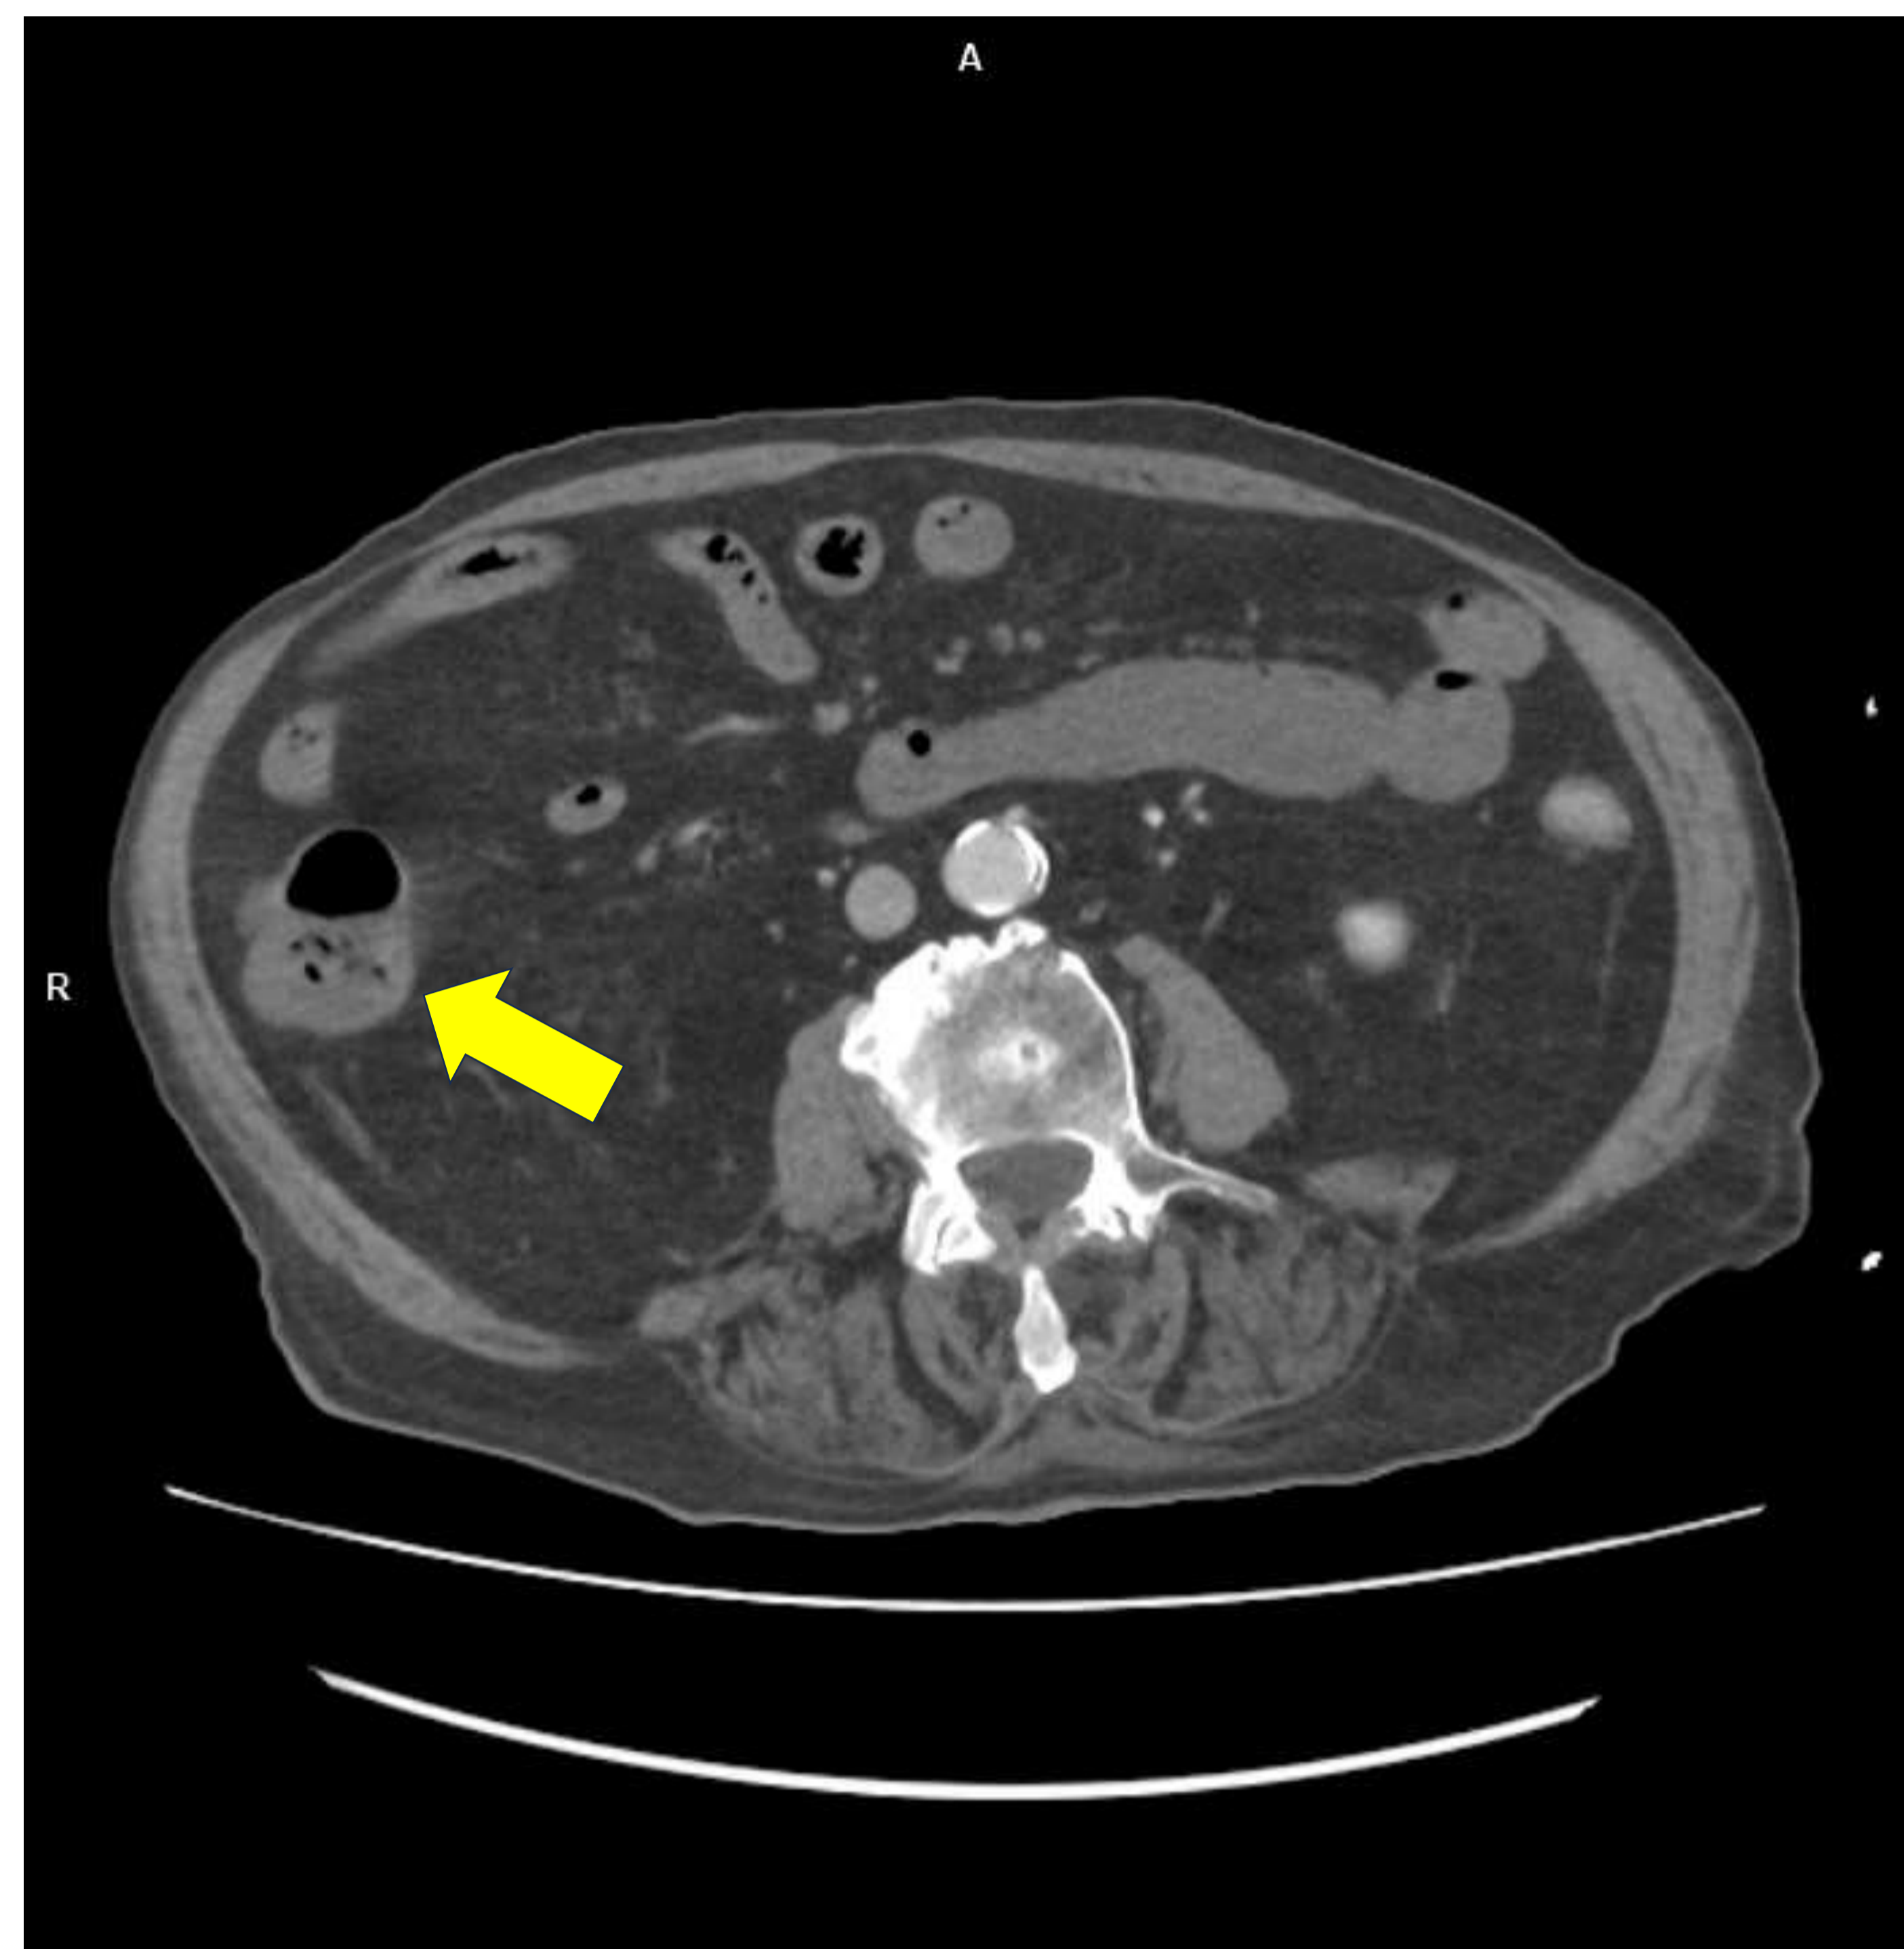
Isquemia mesentérica aguda arterial. TC abdominopélvico fase portal, corte axial.
